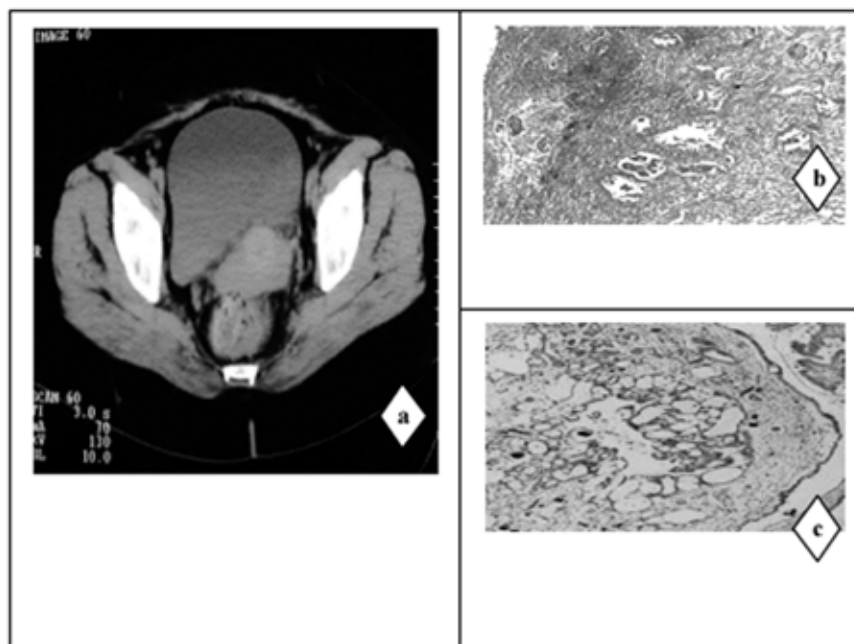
a) TAC abdominopélvica. Tumor pélvico voluminoso heterogéneo. b) Biopsia. Implante no invasivo. HE 20X. c) Biopsia. Implante invasivo HE 20X.
